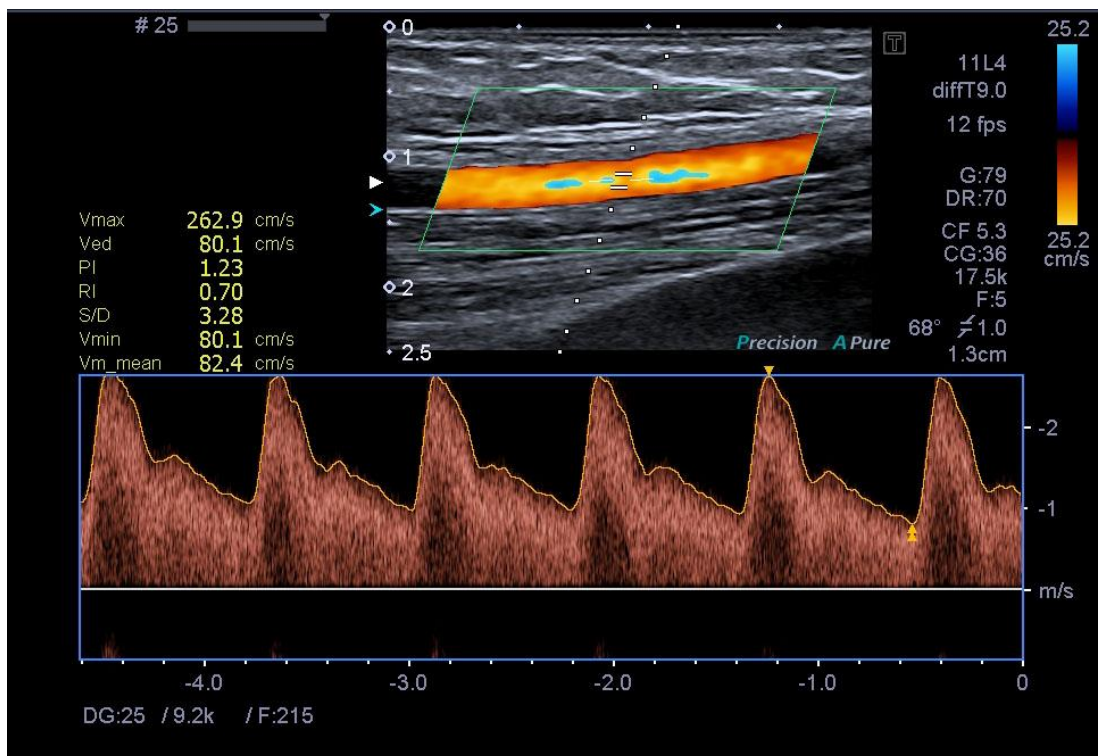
Imagem ultrassonográfica do fluxo da artéria braquial após estímulo hiperêmico em modo Doppler pulsado (abaixo)
